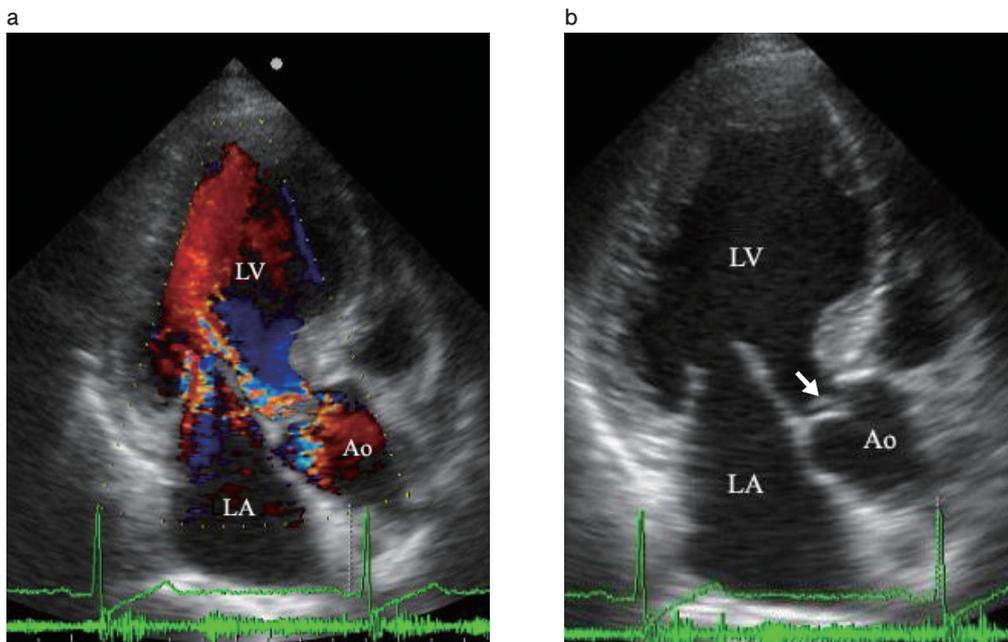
楽音様雑音を呈していた時の心エコー図 (2008年3月の記録).
